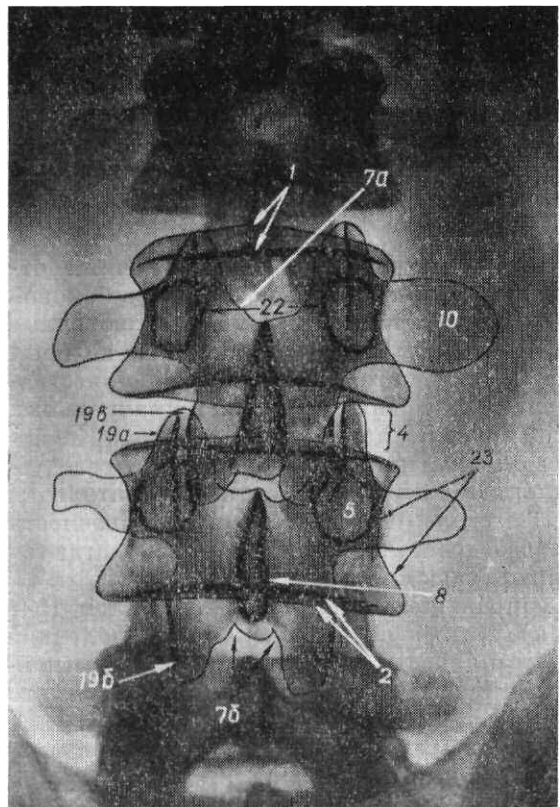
Рентгенограмма поясничных позвонков в прямой задней проекции.
